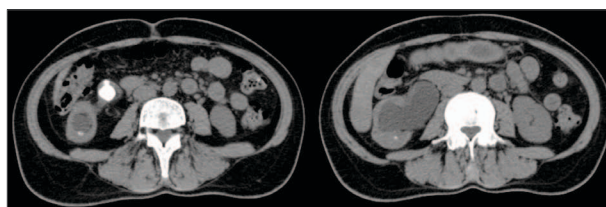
Abdominopelvic computed tomography at admission.
